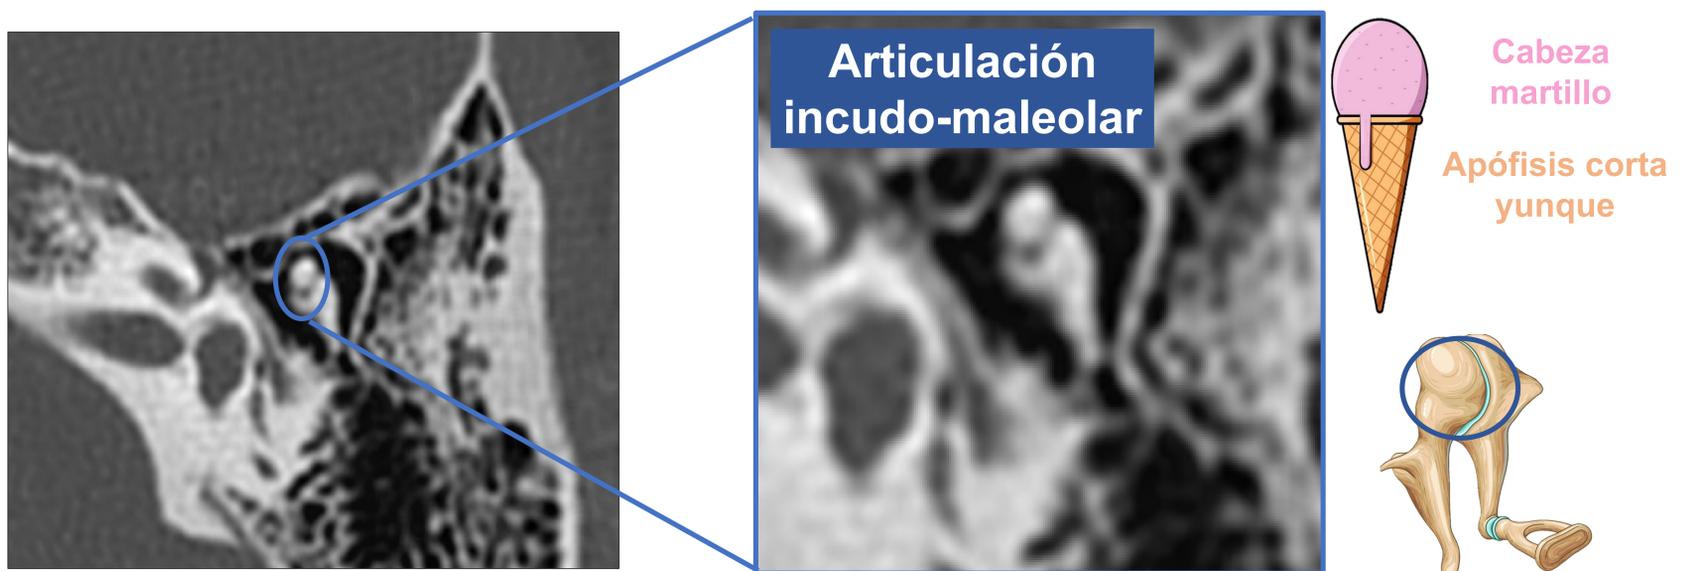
Imágenes de TC en plano axial del oído. Se señala la articulación incudomaleolar. Imagen modificada de Imaios.com.
